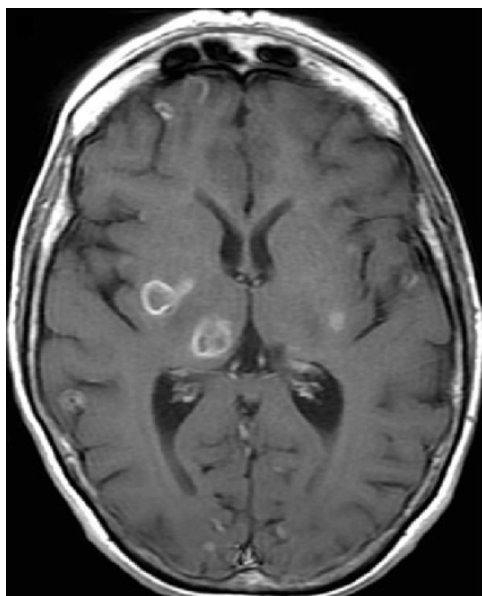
МРТ ГМ ЛЖВ с признаками церебрального токсоплазмоза
